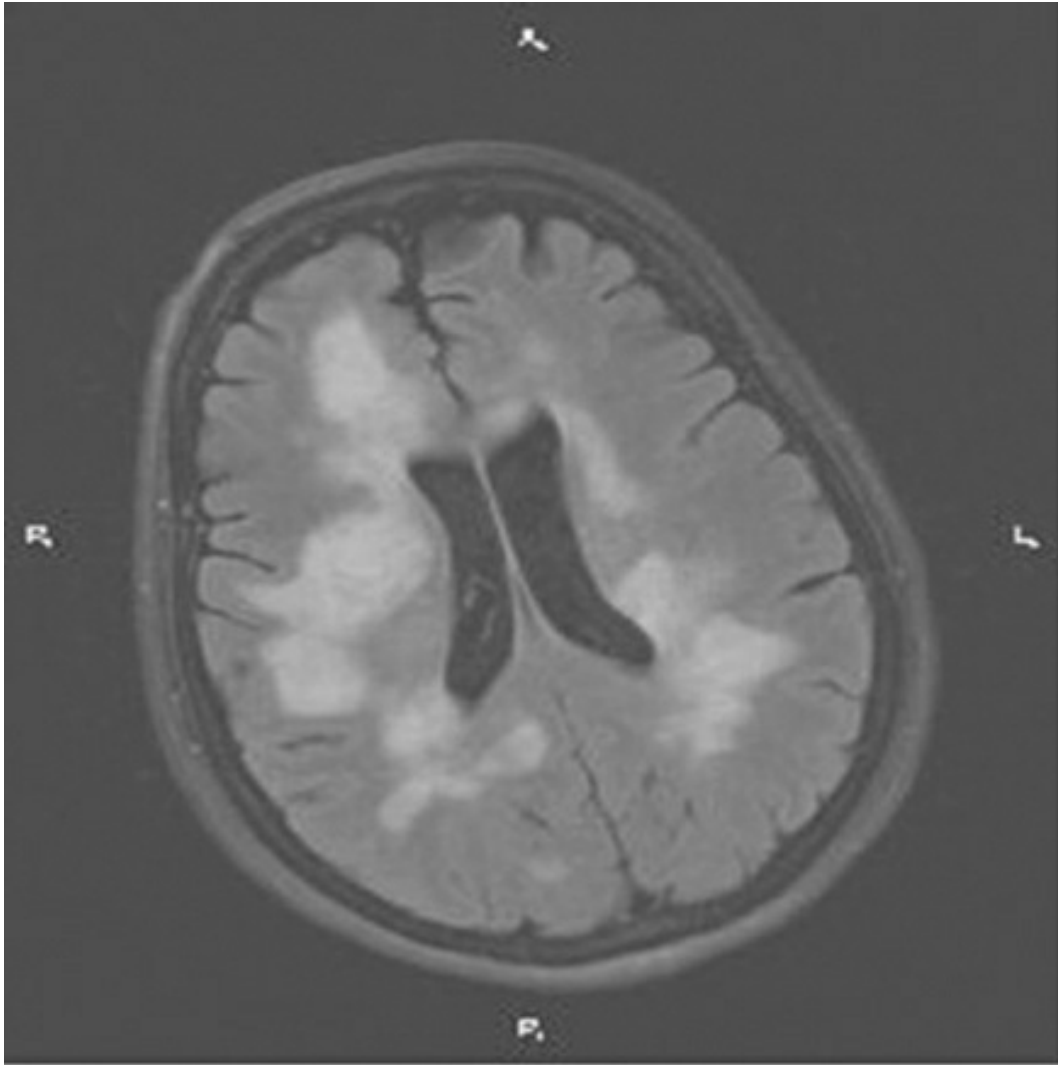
RMN axial en secuencia FLAIR.
